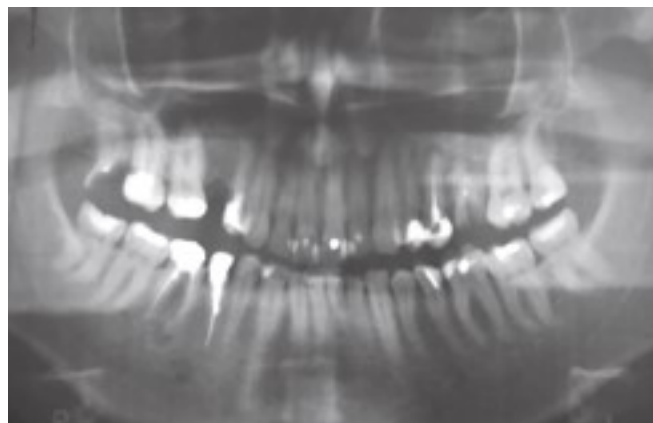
Пациент Л., 43 года. На ортопантомограмме у верхушки медиального корня 4.6 зуба определяется очаг деструкции костной ткани округлой формы с четкими контурами размером до 5 мм
